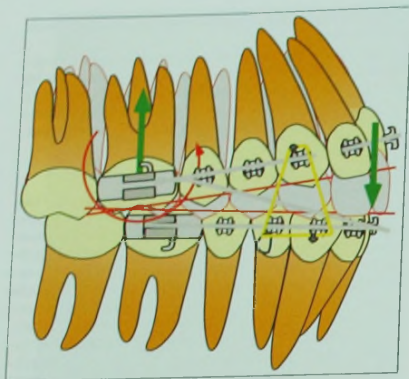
Вертикальные эластичекие тяги в боковых сегментах для устранения побочного эффекта экзтрузионной дуги – мезиального наклона моляров.
